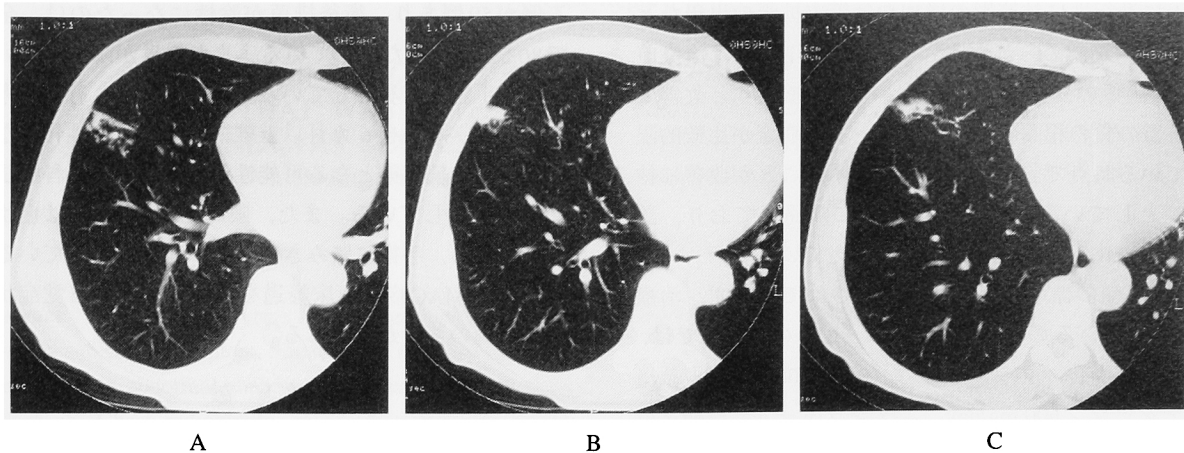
The pretreatment HRCT image shows clusters of small nodules (A) in the right S⁴. In consecutive locus, there were nodular shadow (B) and infiltrative shadow (C) more caudad.
